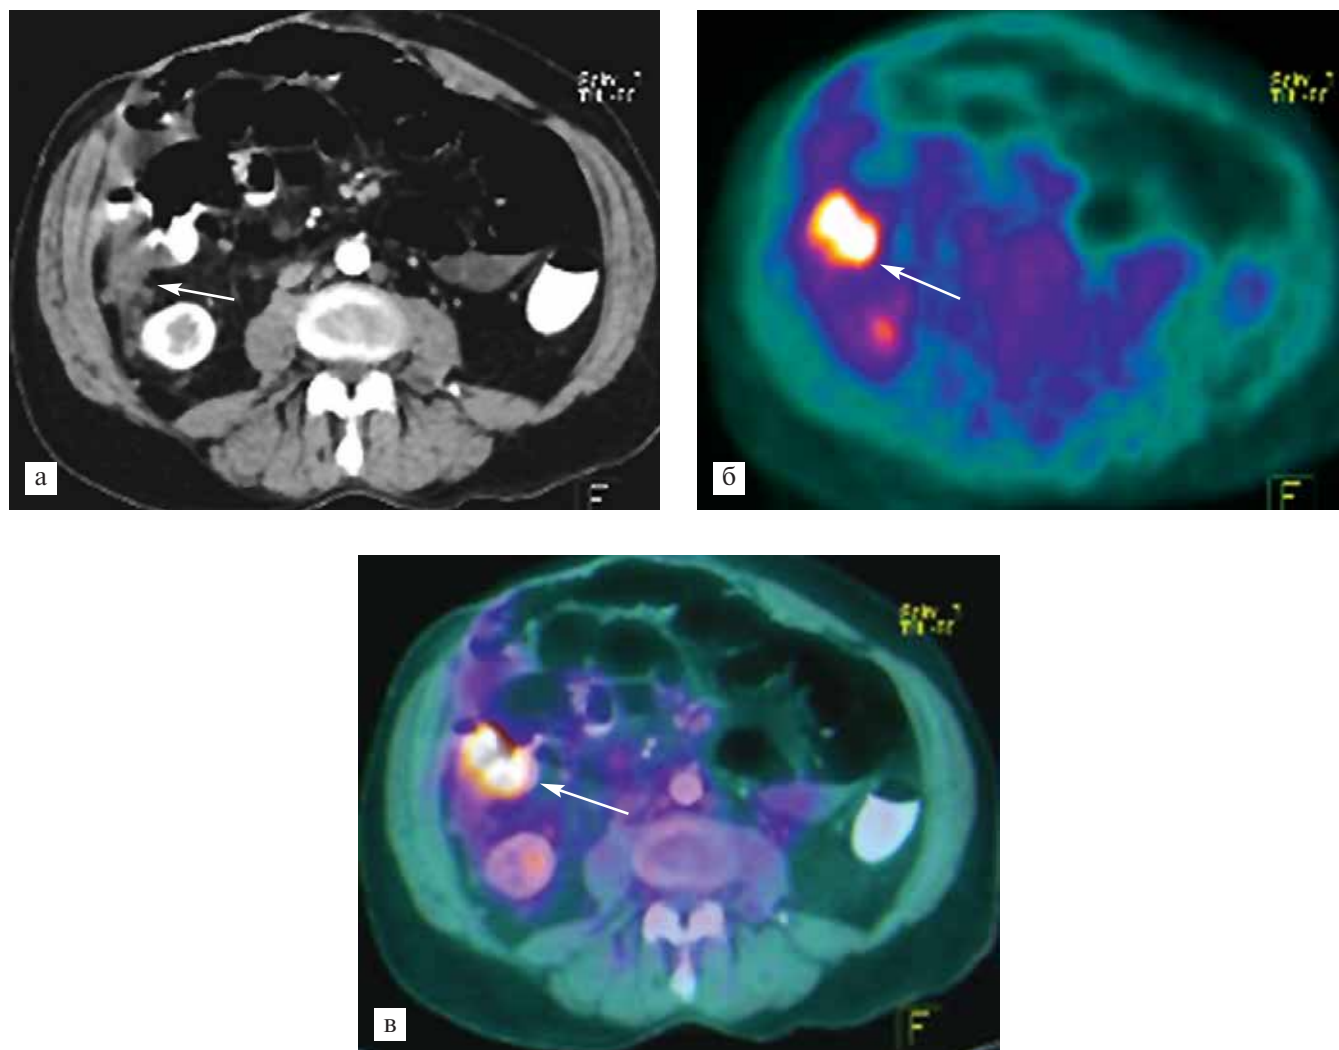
Рецидив рака восходящей ободочной кишки в зоне анастомоза. При КТ в области илеотранsverзоанастомоза определяется образование с неровными, нечеткими контурами, накапливающее контрастное вещество (стрелка). При ПЭТ (б) визуализируется очаг гиперметаболизма ФДГ в брюшной полости справа ($SUV=12\pm3$) (стрелка). При ПЭТ/КТ диагностирован рецидив рака восходящей ободочной кишки в области илеотранsverзоанастомоза с повышенной фиксацией ФДГ в нем (стрелка).
